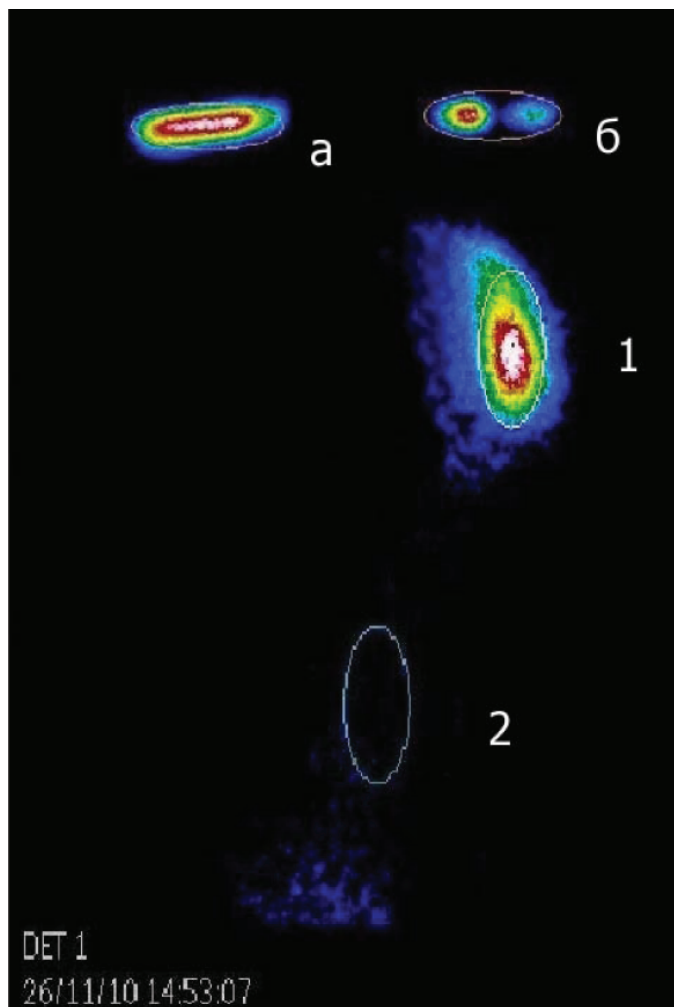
Сцинтиграмма шприца до (а) и после (б) использования РФП для проведения инфразвукового фонофореза и интенсивность накопления РФП внутри глаза (1) и в теле животного (2)
